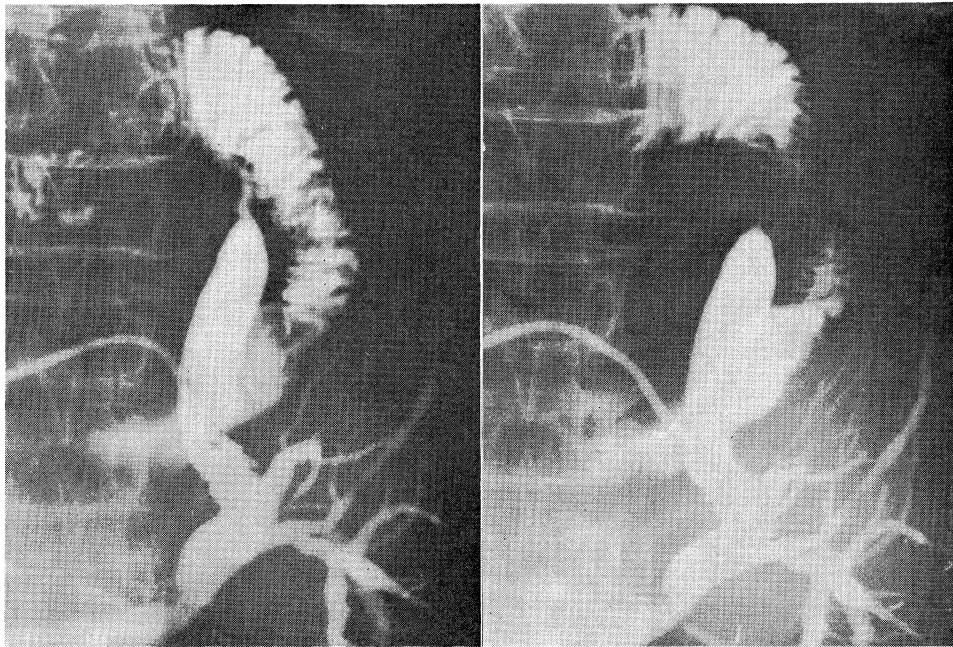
術後T字管よりの内圧および胆道X線映画の同時記録
